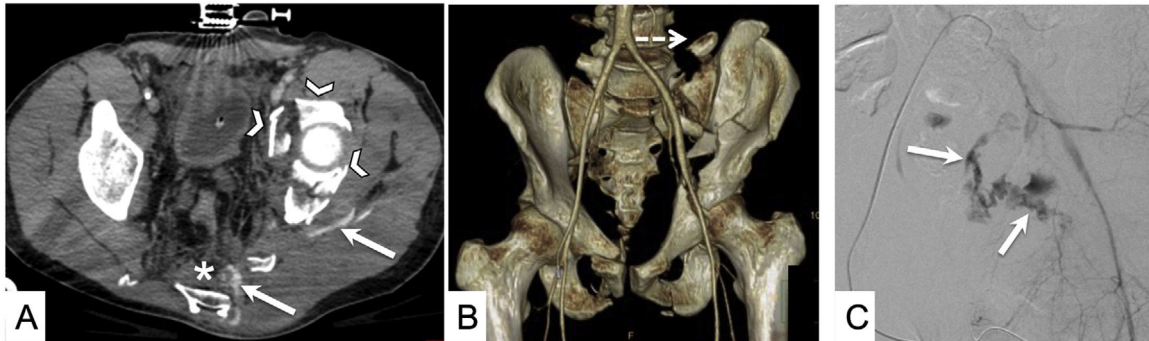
Accidente de tráfico con traumatismo pélvico grave. A) TC de pelvis en fase venosa. Pelvis con múltiples fragmentos (cabezas de flecha) y con focos de sangrado activo (flechas) y hematoma extraperitoneal (asterisco). B) Las reconstrucciones volumétricas pueden ser de ayuda a la hora de describir y clasificar las fracturas del anillo pélvico. La rotura de las apófisis transversas de L5 (flecha punteada) tiene importancia a la hora de fijar quirúrgicamente la pelvis. C) Arteriografía a través de arteria femoral derecha. Se confirma un gran foco de sangrado activo (flechas).
